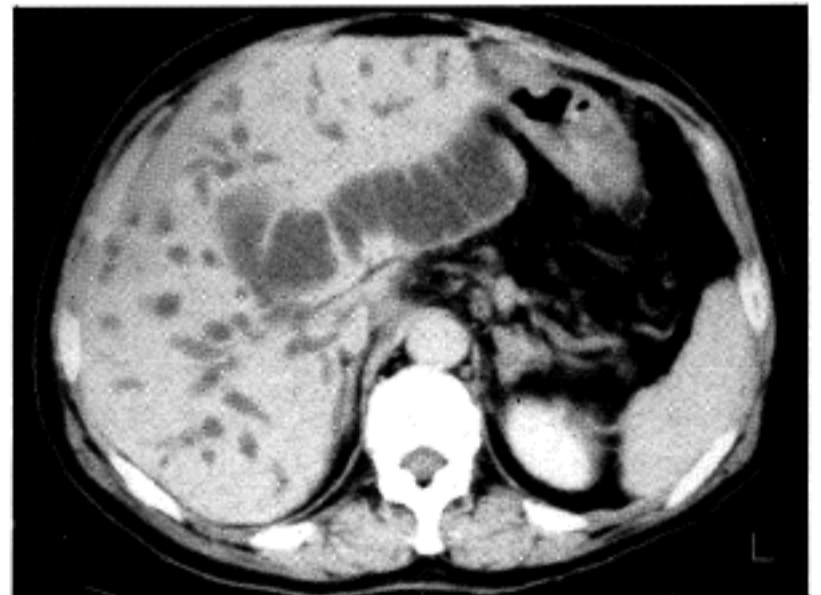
Abdominal CT showed multiple dilated major segmental bile ducts of various size.
